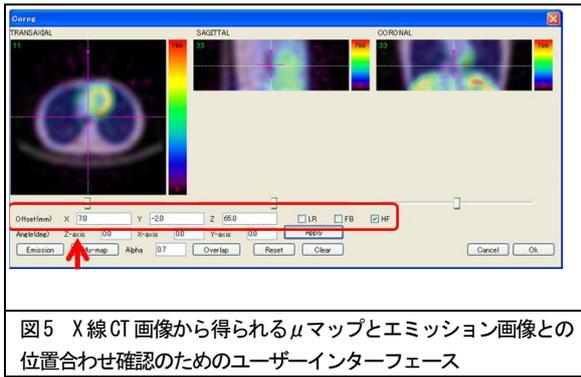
X線CT画像から得られるμマップとエミッション画像との位置合わせ確認のためのユーザーインターフェース
